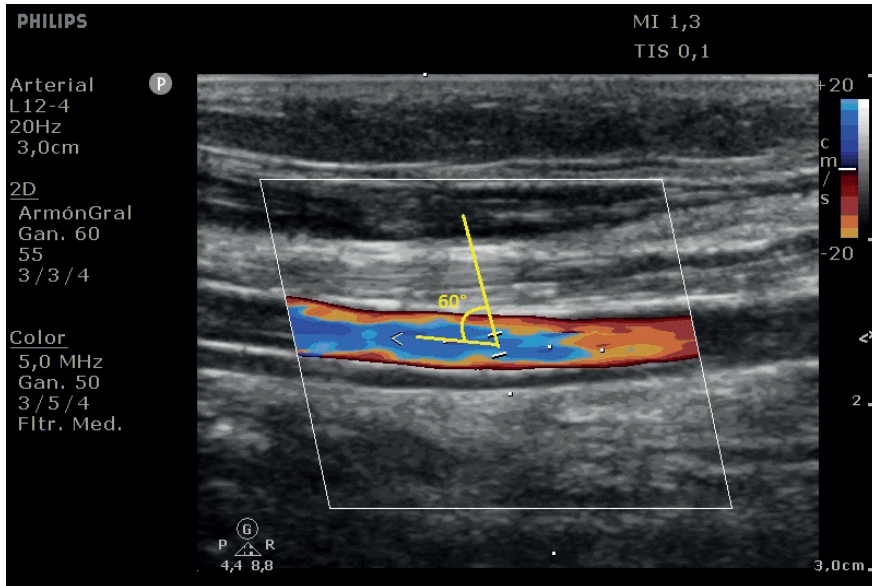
Corte longitudinal de la arteria braquial en modo bidimensional y doppler color
